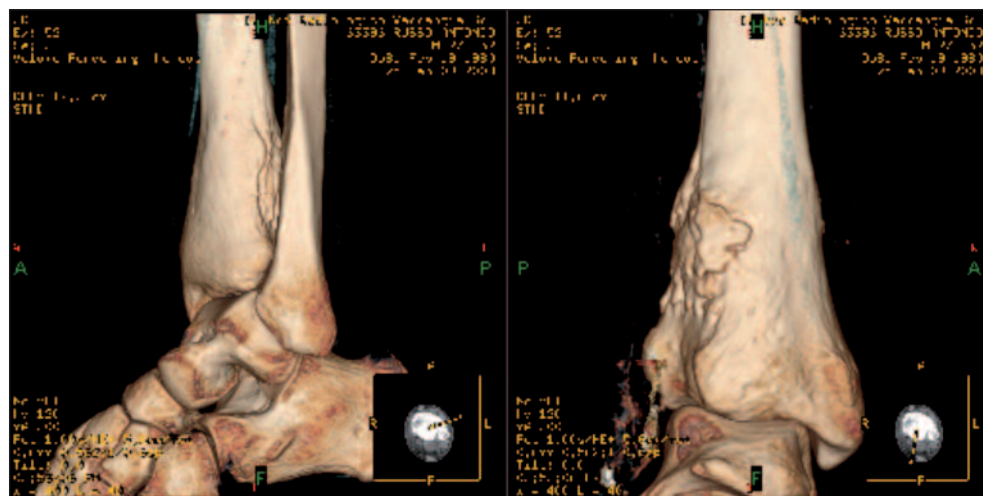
Immagine TAC tridimensionale della caviglia del paziente: è evidente la lesione ossea a livello del terzo inferiore della diafisi tibiale in sede laterale
